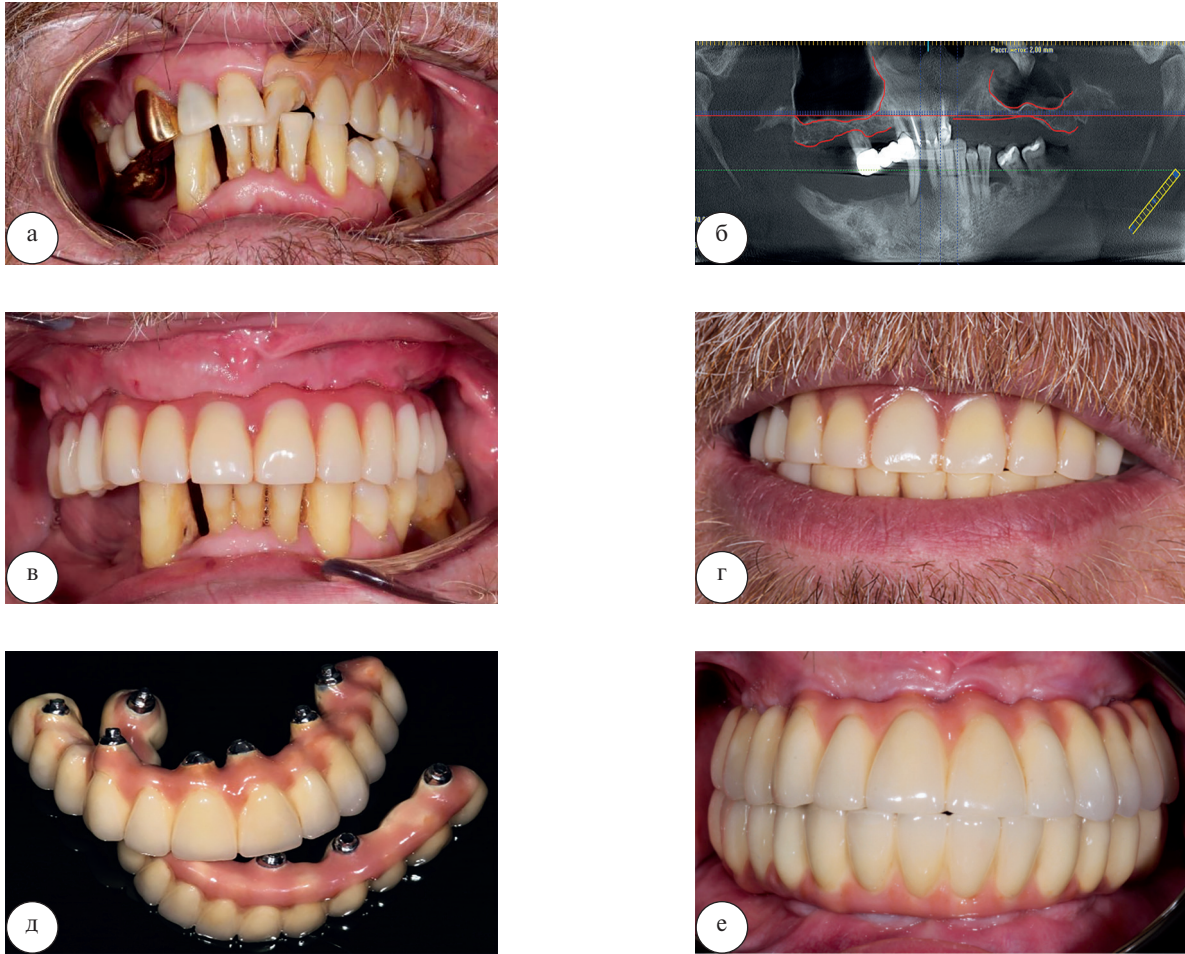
Этапы стоматологической реабилитации с использованием дентальных имплантатов и проведением костной пластики на верхней челюсти и дентальной имплантации без костной пластики на нижней челюсти пациента Г. 69 лет: а – исходная клиническая картина в полости рта; б – срез компьютерной томограммы до начала лечения; в – установка временного условно-съемного акрилового протеза на верхней челюсти; г – улыбка пациента с временными акриловыми протезами на верхней и нижней челюсти; д – условно-съемные металлокерамические протезы обеих челюстей на винтовой фиксации; е – фиксация реставраций в полости рта, завершение стоматологической реабилитации
